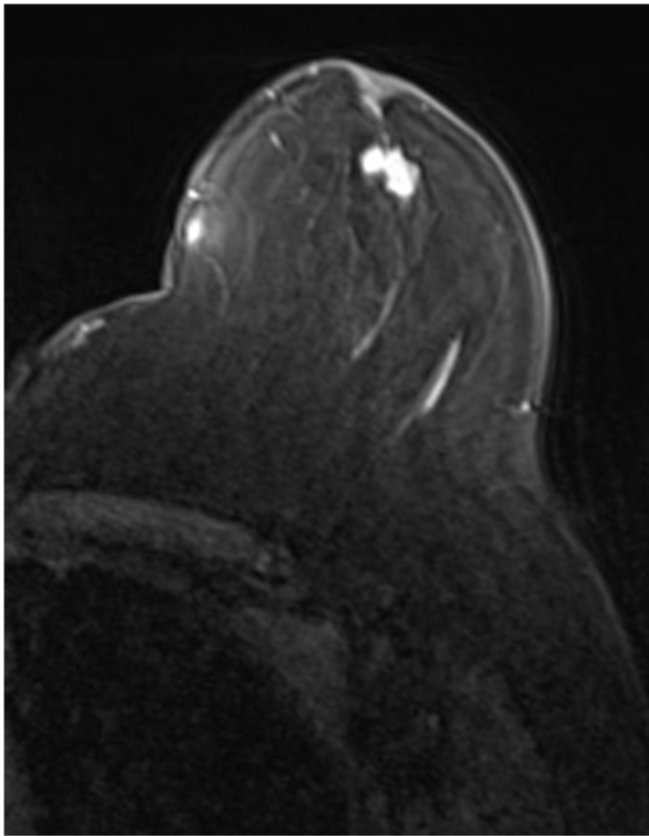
Paciente A (69 años): Imagen axial RM post gadolinio en fase precoz que muestra captación nodular de morfología irregular y bordes espiculados que mide 26 x 20 x 17 mm.
